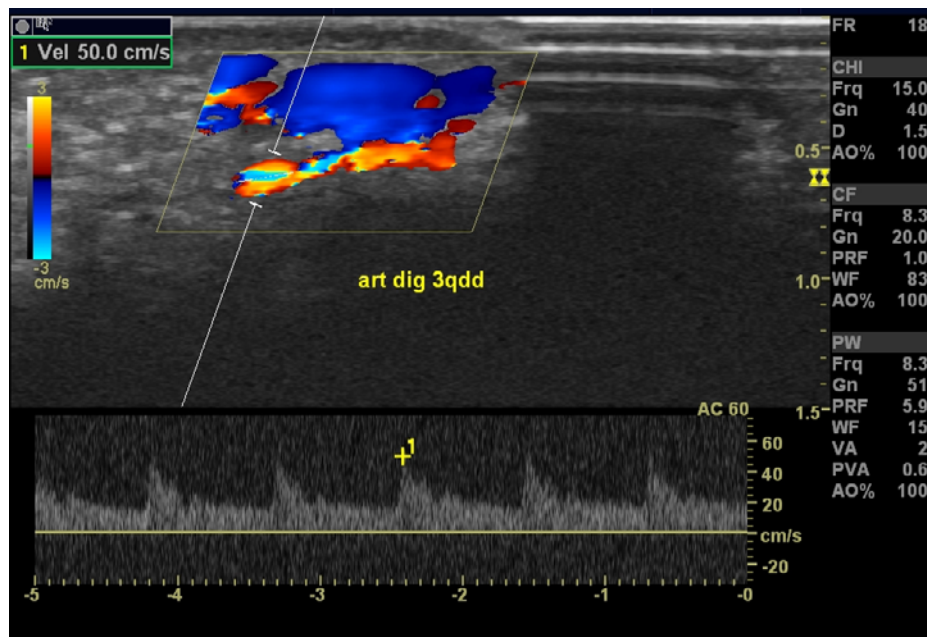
Doppler colorido e pulsado da artéria digital do 3 QDD, realizado com transdutor de alta frequência, para estudo comparativo contralateral
